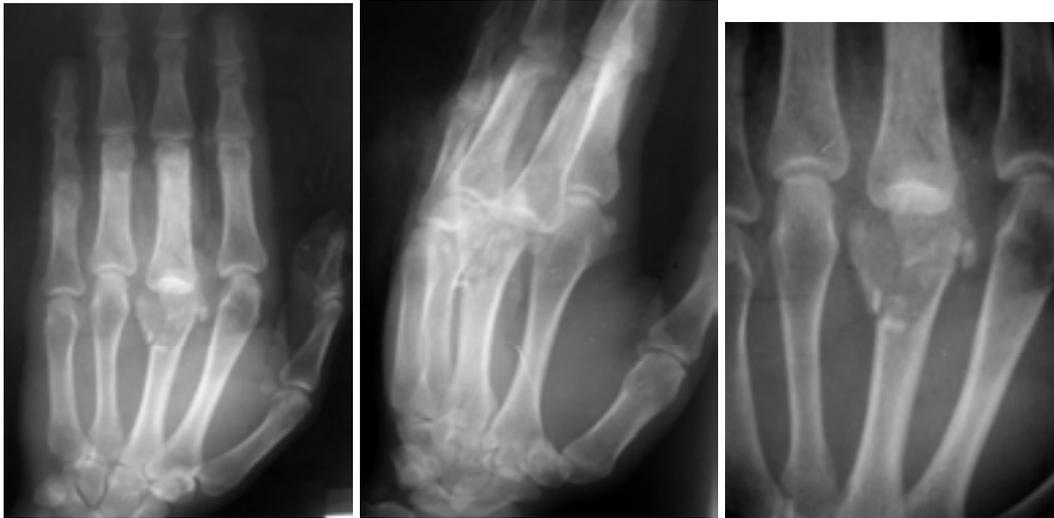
radiografía inicial de lesión conminuta de cabeza de MTC
